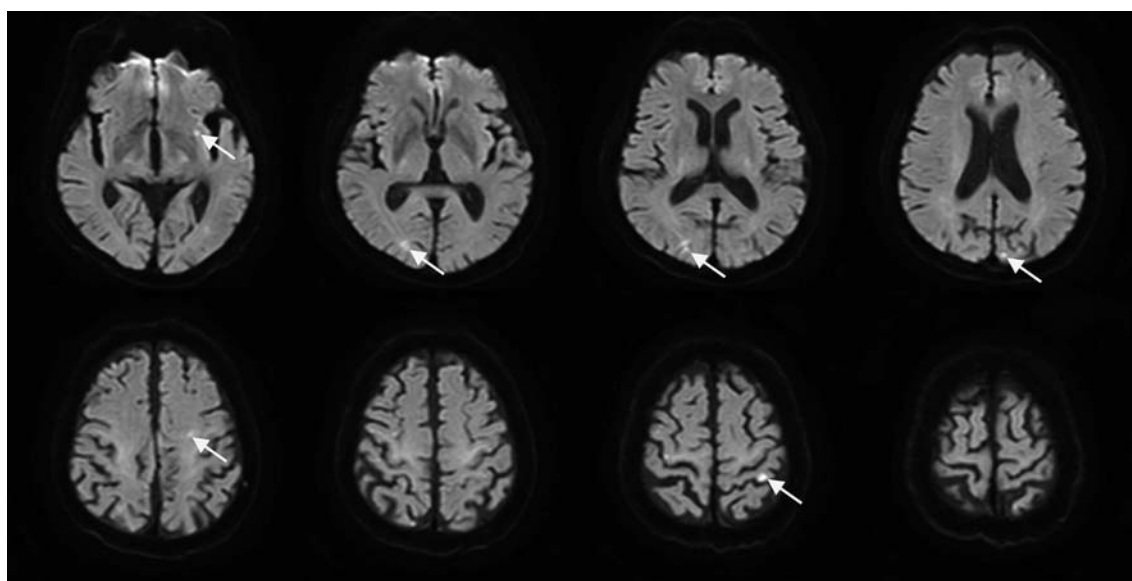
第4病日（入院1日目）の頭部MRI拡散強調画像
